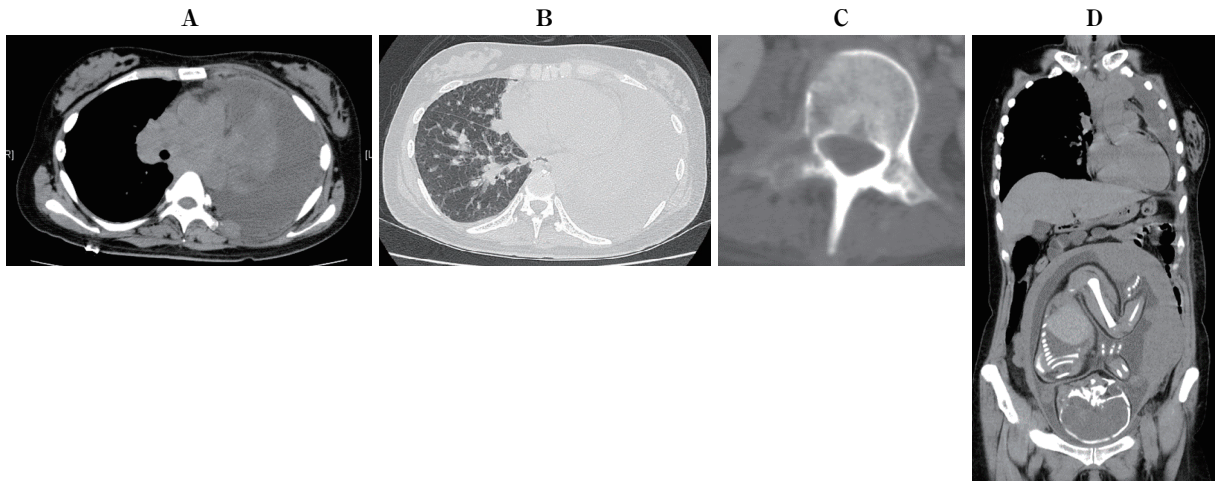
Chest and abdominal computed tomography findings. Complete atelectasis of the left total lung accompanied by pleural effusion, bilateral hilar and mediastinal lymphadenopathies, and irregular left pleural thickening (A). Multiple nodular shadows spread throughout the right lung, including the intralobular fissure (B). Osteolytic changes in the third lumbar vertebra (C). The fetus in the uterus showing growth equivalent to that of a fetus at the 37th week of gestation (D).
